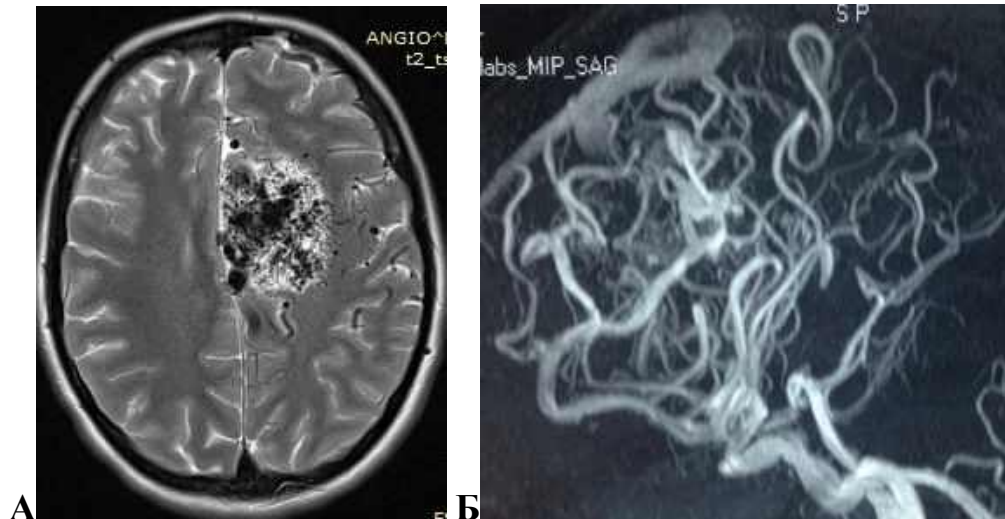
Спостереження №87. МРТ та МРА хворої Р-за, вік 25 років (історія хвороби №297). А — МРТ головного мозку демонструє АВМ підкірково-лобно-тім'яної локалізації, Б — МРА візуалізує аференти АВМ, венозний дренаж, а також, дозволяє запідозрити аневризму в структурі мальформації.
